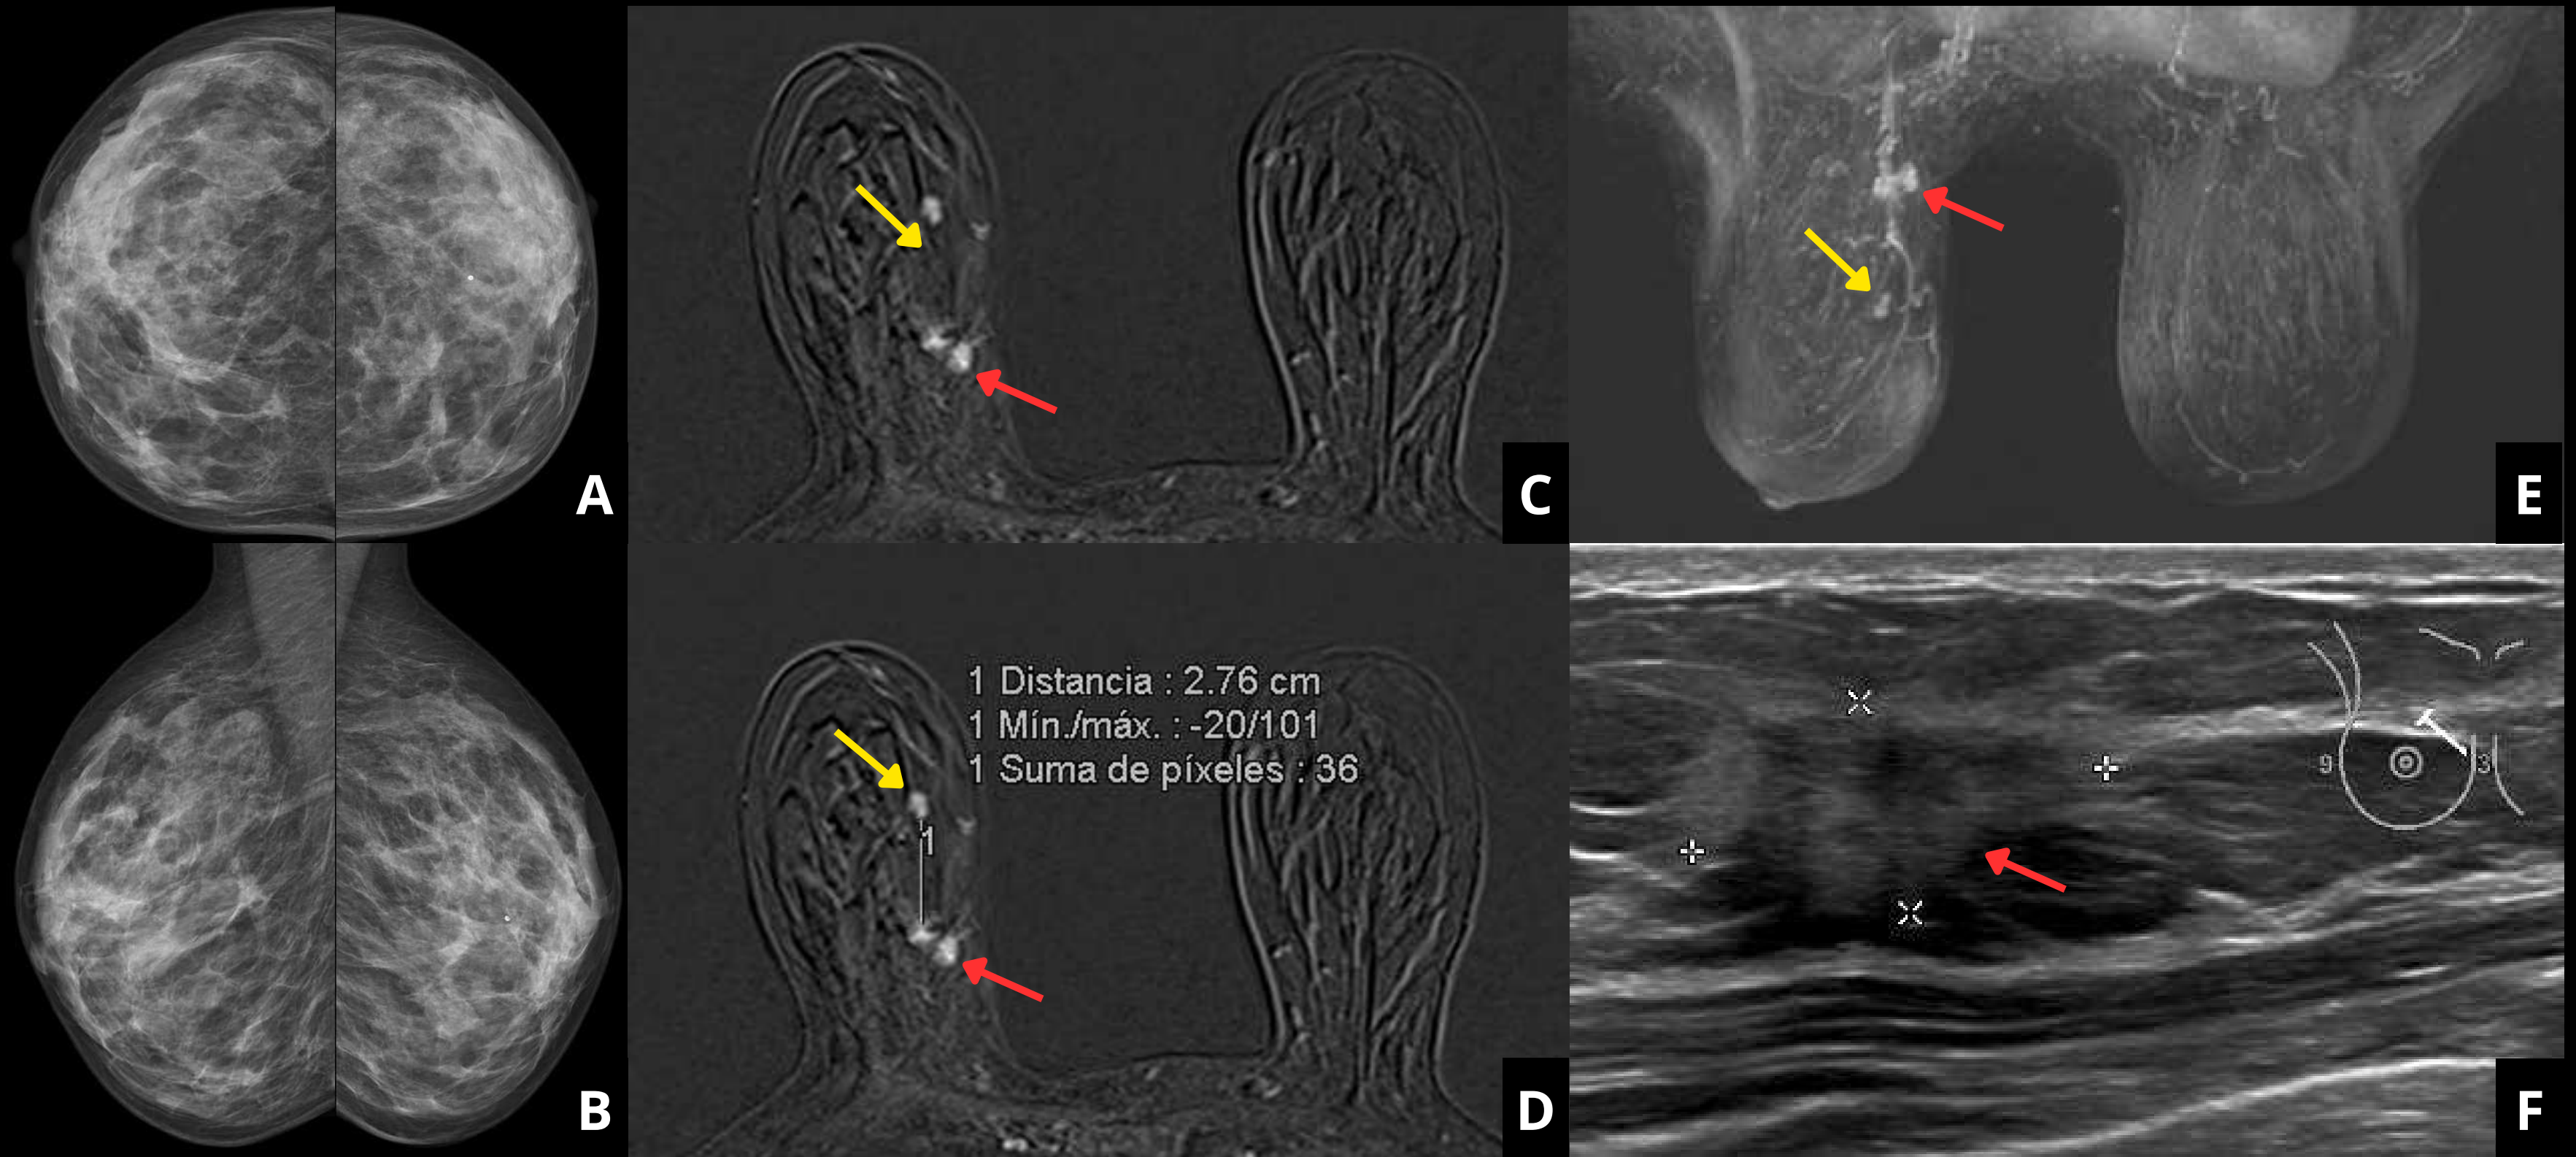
Imágenes de mamografía, RM con contraste y ecografía de reevaluación de una paciente en la que se identificó un nódulo en mama derecha (flecha roja), pero que además presentaba un nódulo adicional a 2.76 cm del este (flecha amarilla)
